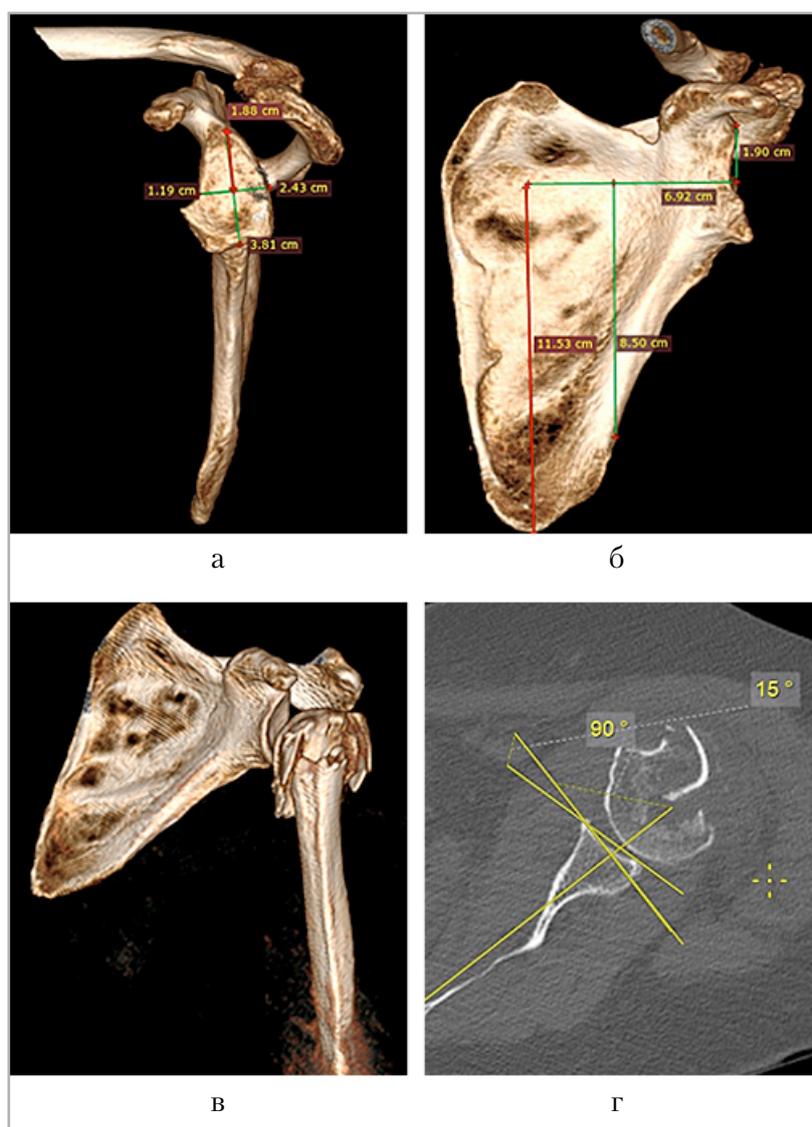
Компьютерные томограммы с последующей объемной реконструкцией, сегментацией изображения и измерением параметров гленоида: *а* — измерение взаимно перпендикулярных размеров гленоида и нахождение его центра; *б* — определение наиболее медиальной точки на внутреннем крае лопатки и самой дистальной точки у ее угла относительно центра гленоида; *в* — взаимоотношения между гленоидом и отломками эпифиза плечевой кости; *г* — на томограмме в аксиальной плоскости измерение угла ретроверсии гленоида лопатки
